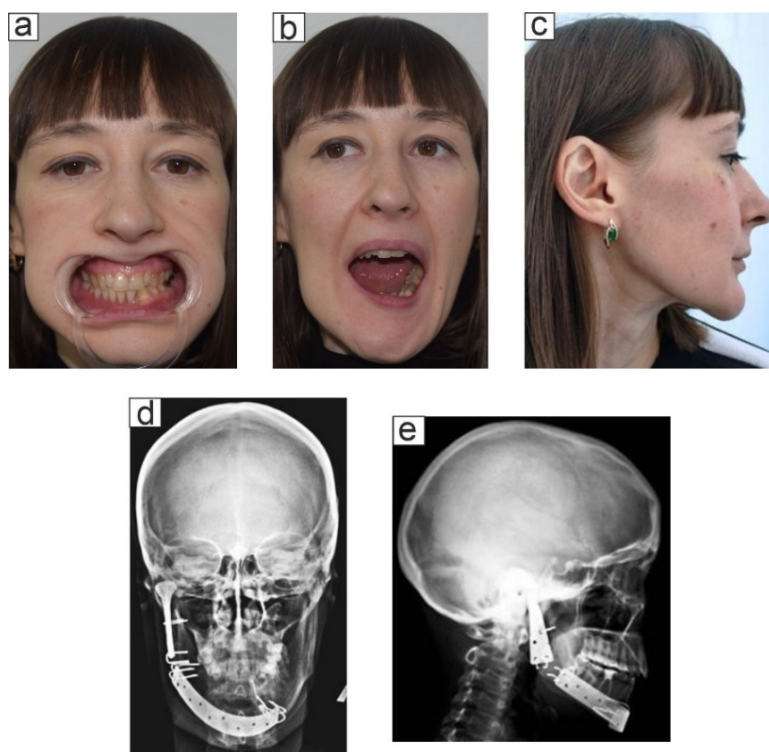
Рентгенологическая картина состояния правой нижнечелюстной головки больной И.:
